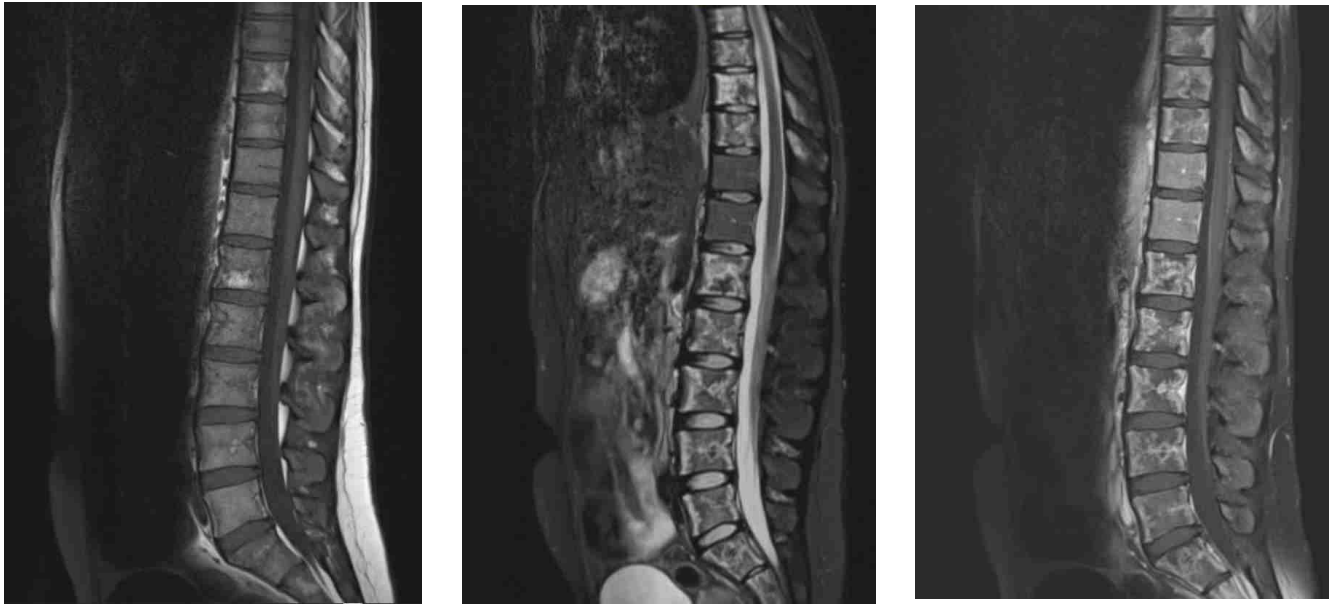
Cas n°12. Syndrome des anti-phospholipides. IRM du rachis en séquence T1, T2 stir et T1 après injection de gadolinium
